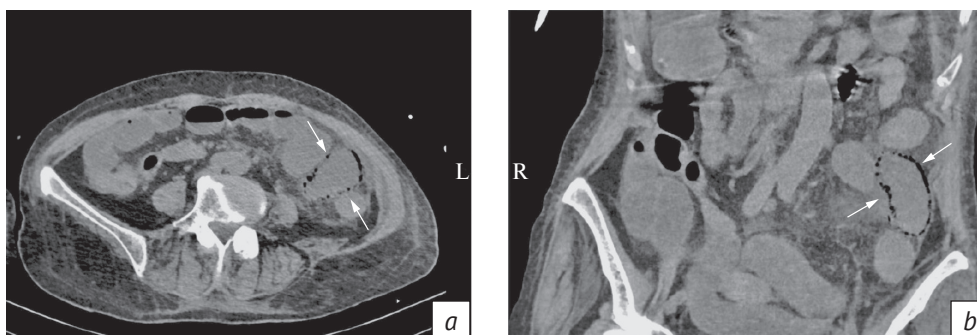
КТ органов брюшной полости, нативная фаза сканирования. Интестинальный пневматоз пораженного участка кишки (*a, b*)
